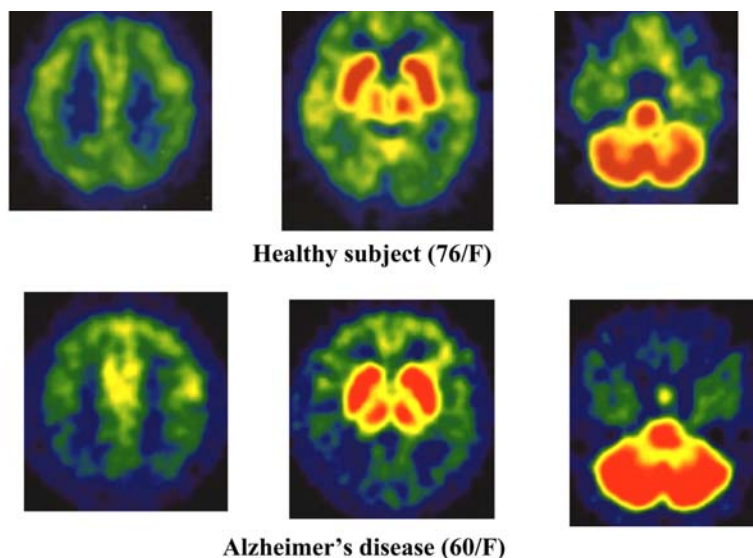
$[^{11}\text{C}]\text{MP4A}$ 静脈内投与後 20 分から 40 分の間に収集された PET 画像。上段は健康者 (76 歳女性)、下段は 60 歳女性の AD 患者。線条体および小脳では集積が著しく高く画像では赤く見えるが、これらの部位では放射能の取り込みは飽和しており AChE 活性を充分反映していない。視床は中等度、大脳皮質は低い放射能取り込みであるが (黄色から緑)、AD の大脳皮質ではさらに低下していることがわかる。(Namba ら、2002 より)
